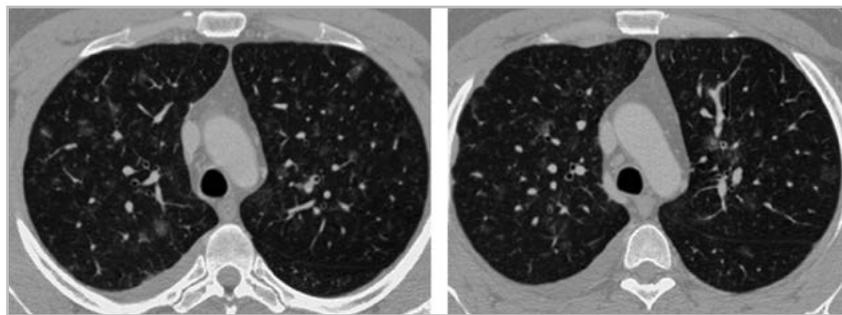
МСК-томограммы органов грудной полости больной Г., 38 лет, выполненные на разных уровнях с болюсным контрастным усилением, артериальная фаза. Диссеминированный туберкулез легких
